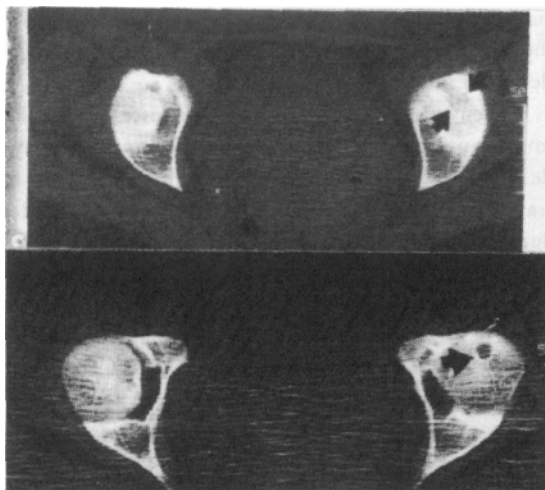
TAC (24/9/90). *Arriba*: corte a nivel del techo cotiloideo. Imagen quística (flechas) en el lado izquierdo, bien delimitada por un halo hiperdenso. *Abajo* -: corte a nivel del polo superior de la cabeza femoral. Imagen quística en lado izquierdo (flecha) bien circunscrita y rodeada por halo hiperdenso.
